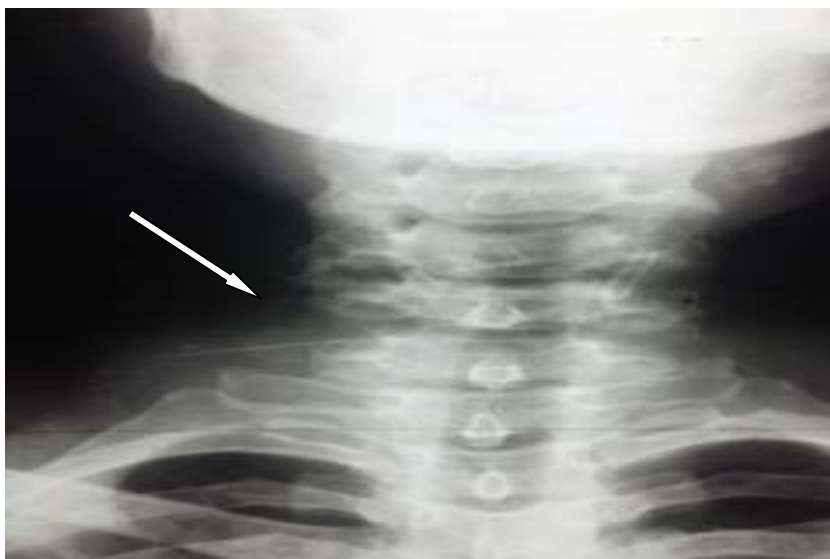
Radiographie cervicale de face montrant un CE latéro cervicale droit en Orientation transversale
